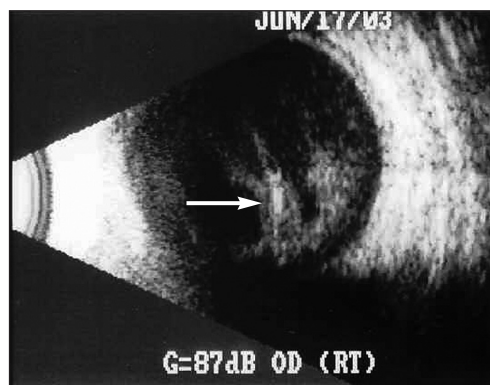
sonografický nález oka transverzálním B zobrazením 2 dny po pars plana vitrektomii pro endoftalmitidu a extrakci kovového cizího nitroočního tělesa. Ve sklivcové dutině je přítomna jemná disperze zákalů. Zadní plocha sklivce byla přiložená a pro špatnou viditelnost zadního pólu oka nebyla při operaci odstraněna. Maximum zákalů je za abládovanou a mírně retrahovanou zadní plochou sklivce – bílá šipka
